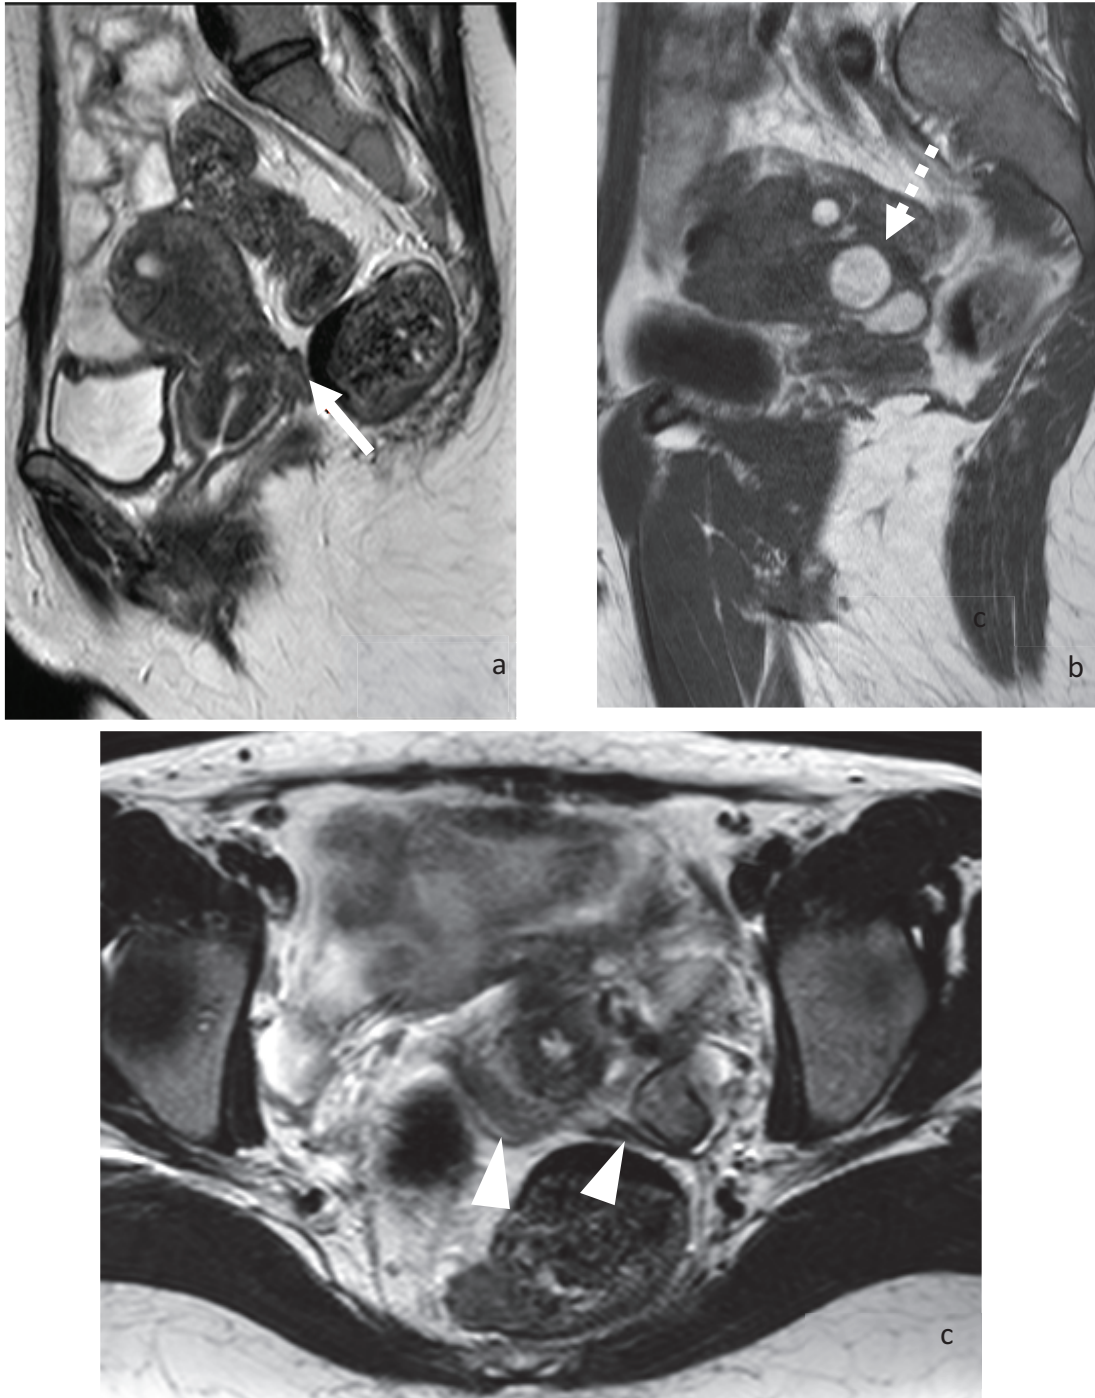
Diagnostic supplémentaire d'endométriose apporté par l'IRM.
